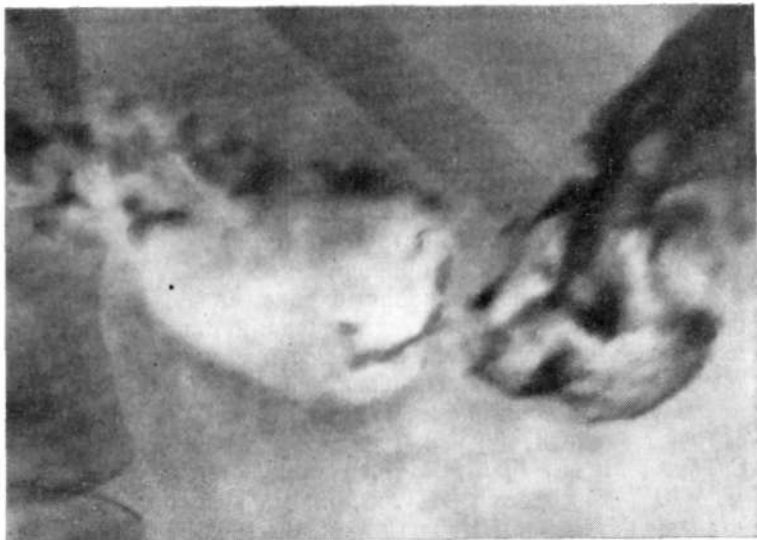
Прицельная рентгенограмма луковицы двенадцатиперстной кишки. На фоне широких складок и слизи определяются эрозии (эндоскопическое исследование).
